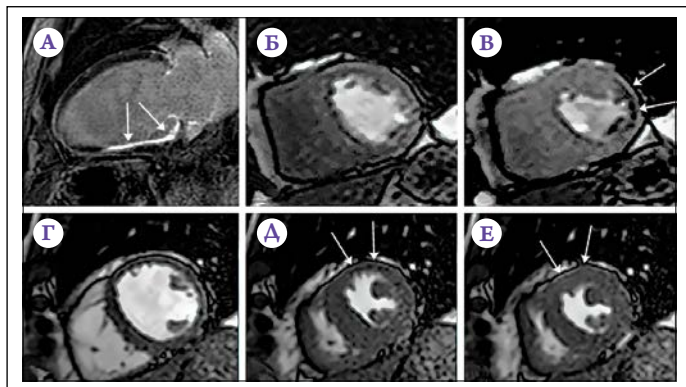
Возможности магнитно-резонансной томографии миокарда. Адаптировано по [27].
